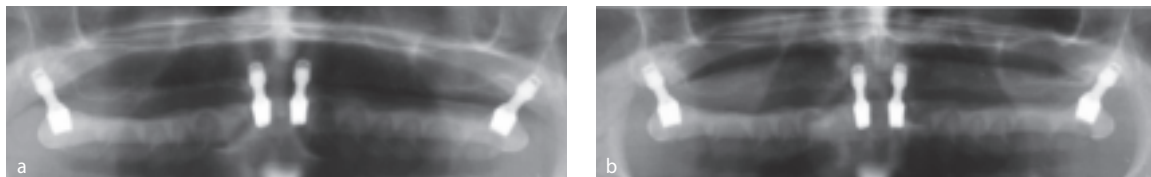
Ортопантомограмма после винтовой фиксации протеза (a) и через три года функционирования (b). Краевая потеря костной ткани не отмечается
